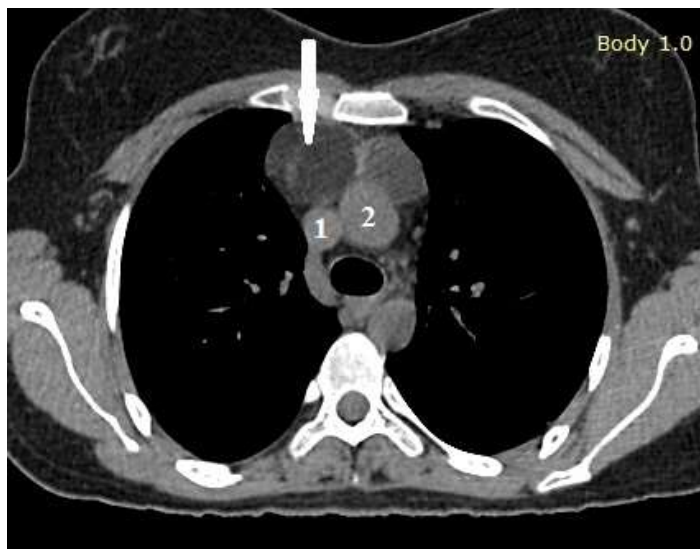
КТ больной С. Новообразование отмечено стрелкой.
